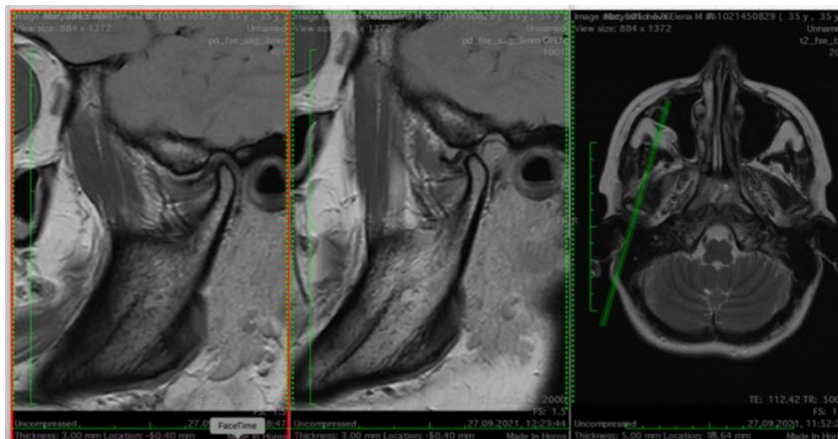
МРТ ВНЧС пациента М., косо-сагиттальные проекции в положении привычной окклюзии и открытым ртом и аксиальная проекция, срезы правого ВНЧС
